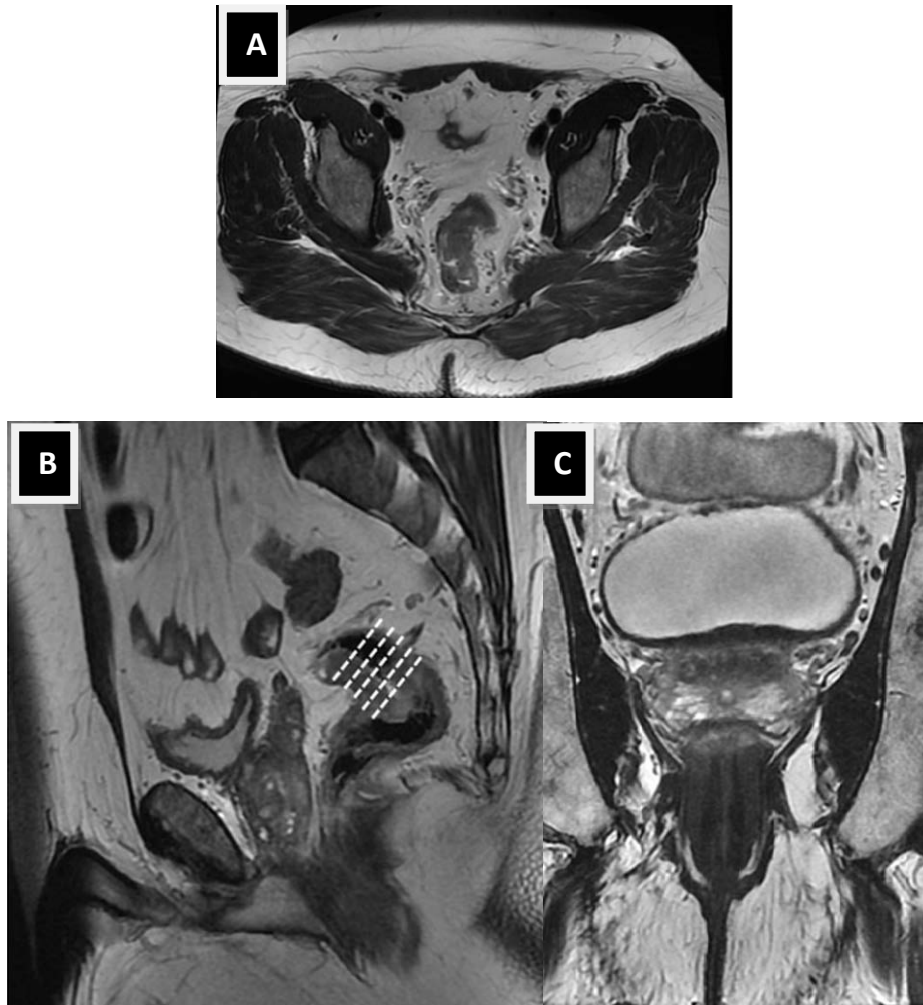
IRM en séquence pondérée T2 dans les 3 plans de l'espace utilisée pour un cancer du rectum
